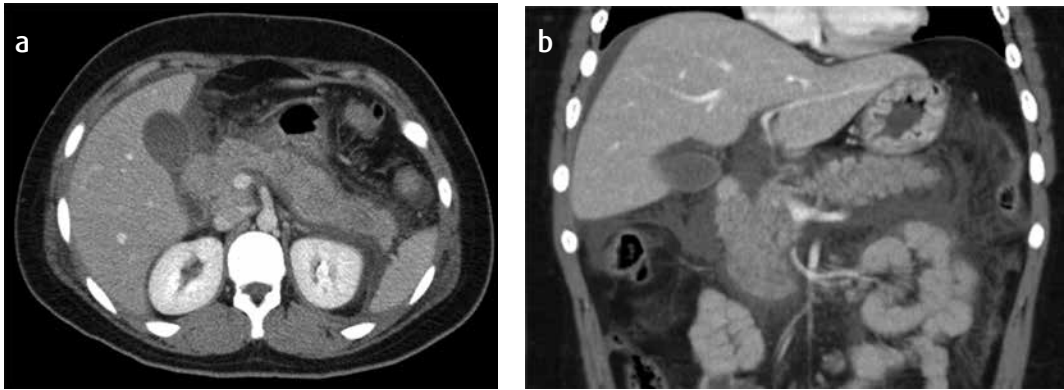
a) Corte axial de TC del páncreas. b) Reformateo coronal. Las dos figuras muestran el páncreas aumentado de tamaño en forma difusa, con pérdida de su patrón acinar. Nótese el aumento de la densidad del tejido adiposo peripancreático, retroperitoneal y grasa mesentérica.
